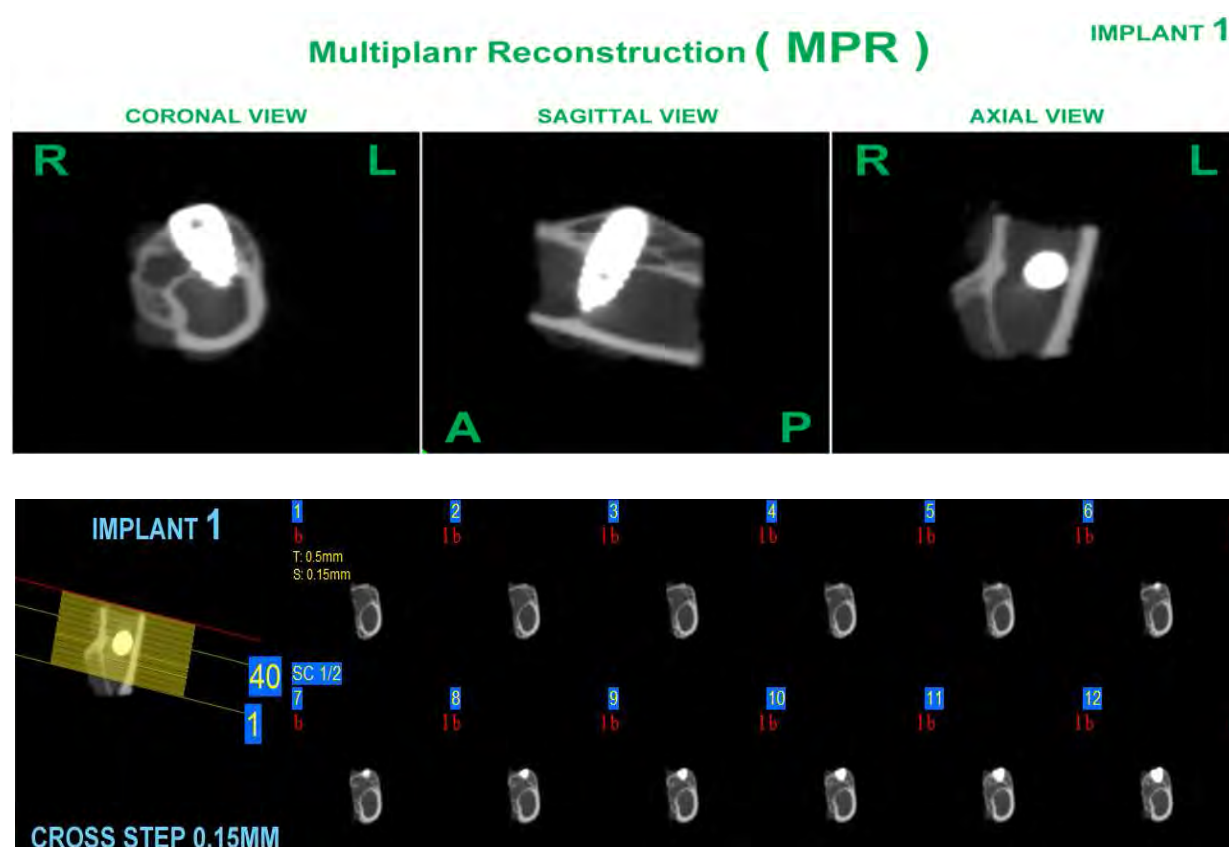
Imaginile de analiza micro-CT realizate longitudinal pe proba 1 arată acoperirea in totalitate cu țesut osos atat la nivelul corticalei diafizareii cât și medulare
